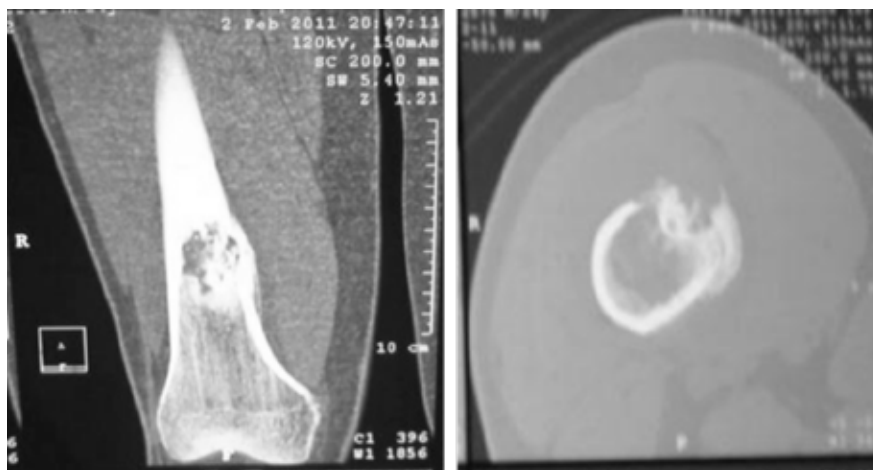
TC al en sus cortes coronal (izquierda) y axial (derecha).
